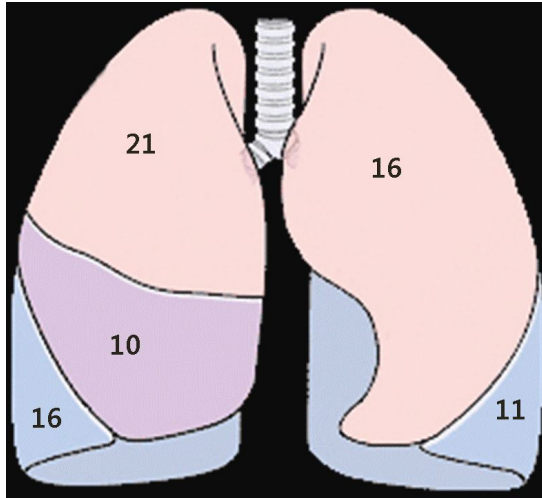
Location of pulmonary parenchymal lesions in chest computed tomography scan.
